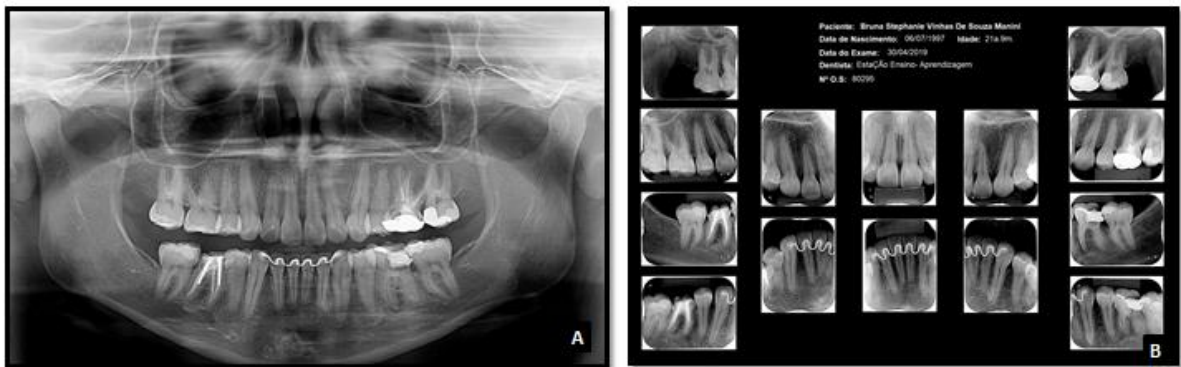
Radiografias Periapicais; Panorâmica;
